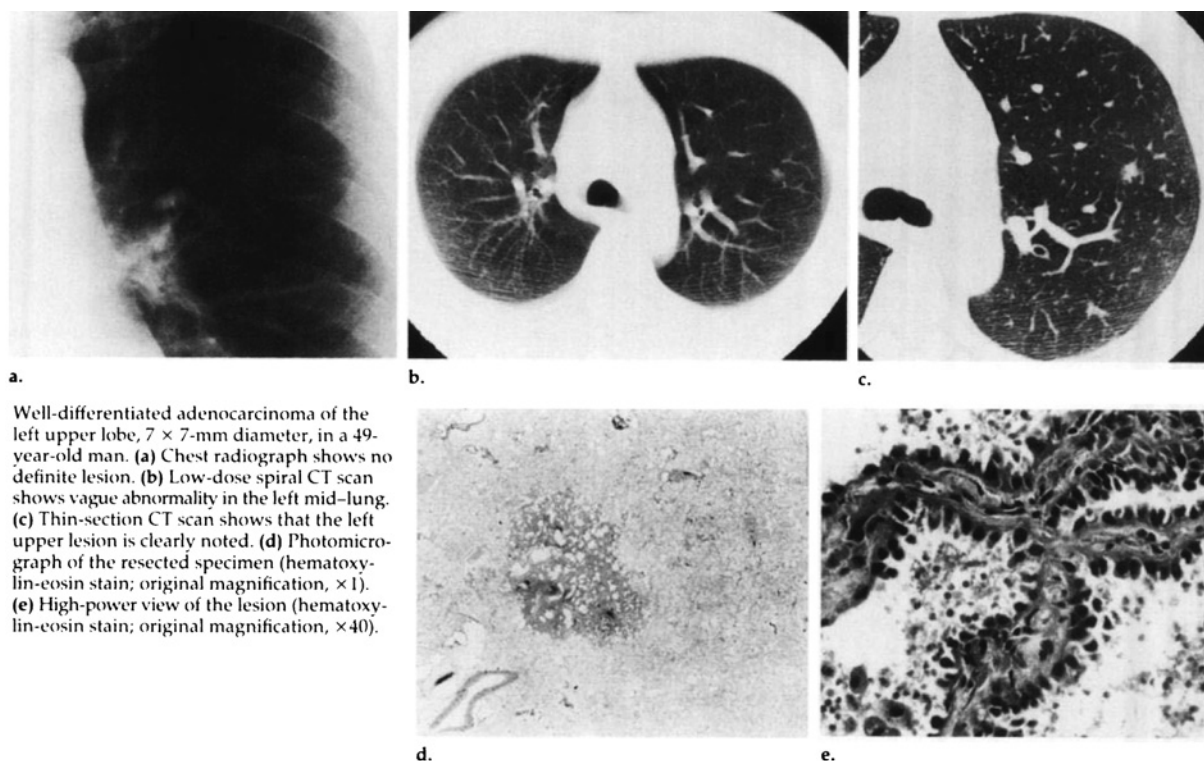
Comparison of chest radiographs and low-dose spiral CT scans.¹⁰
